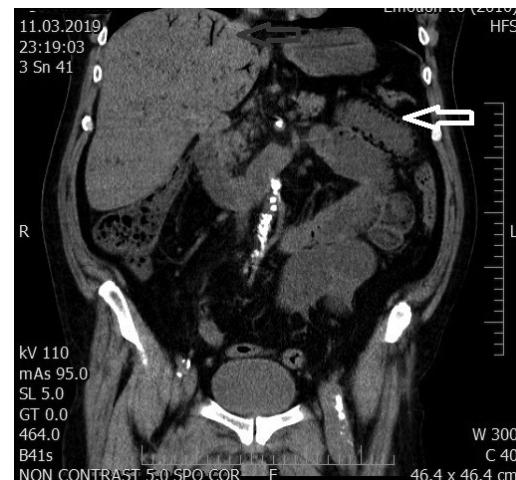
a,b,c: CT vyšetření břicha ze dne 8.3.2019 s nálezem pneumatosy kliček střevních, Patrný kalcifikovaný plát v oblasti odstupu AMS. Označeno šipkou.
